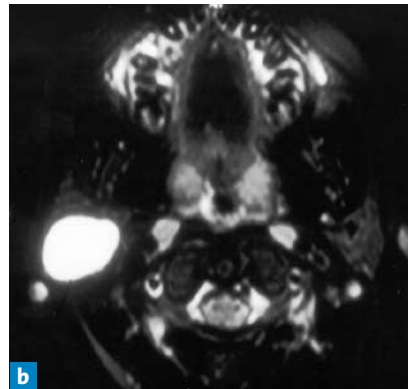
Warthin-Tumor in der Fossa retromandibularis (a) und gleicher Tumor im MRT mit T2-Wichtung (b)
